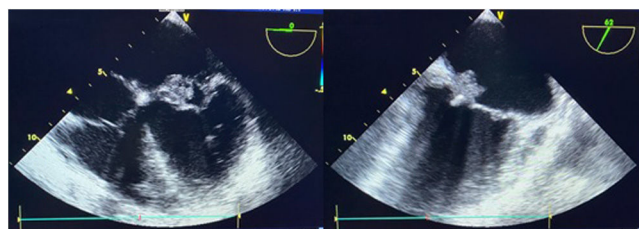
Ecocardiograma transefágico en el cual se evidencia vegetación en válvula mitral de 12 mm que compromete valva anterior y posterior.
